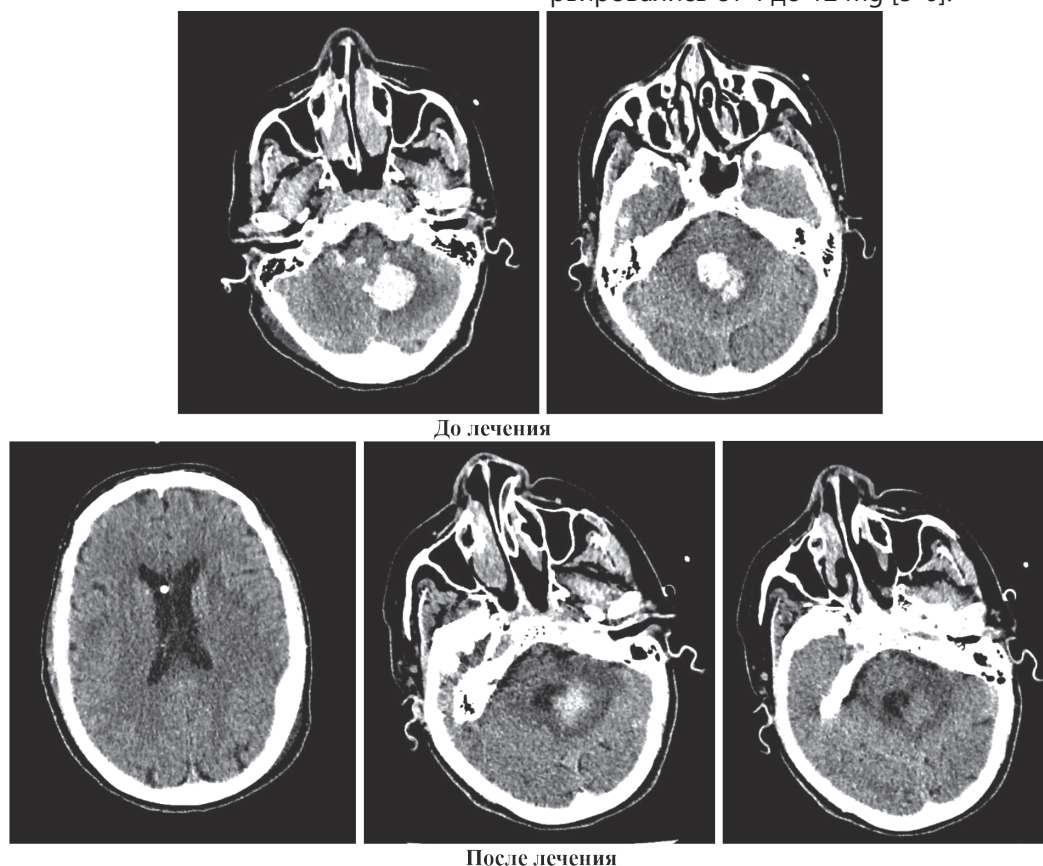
Пациент (жен.) 1968 г.р. с геморрагическим инсультом в правой гемисфере мозжечка, с формированием внутримозговой гематомы с прорывом в желудочковую систему мозга. Гемотампонада III, IV желудочков. Результаты компьютерной томографии в случае до лечения (1-2 рис.), через 4 часа после появления симптомов (вверху) и через 24, 48 часов (внизу) после тромболитической терапии с помощью rtPA и наружного дренирования желудочков. Большая часть внутрижелудочковой крови удалена
